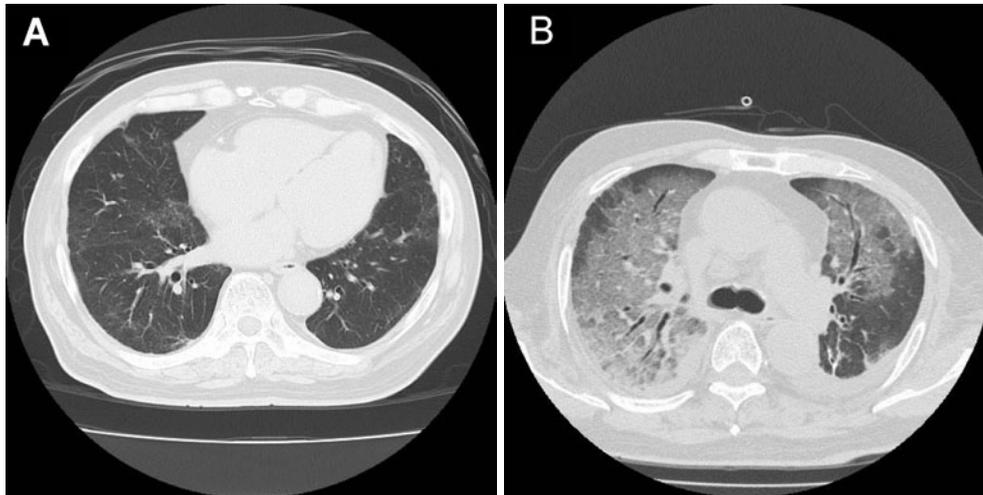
Patient 1. (A) Chest CT scan before initiation of panitumumab shows slight ground-glass opacities in the bilateral lung bases. (B) A chest CT scan on admission demonstrates ground-glass opacities extensively in the bilateral lobes with traction bronchiectasis and bilateral pleural effusions.
